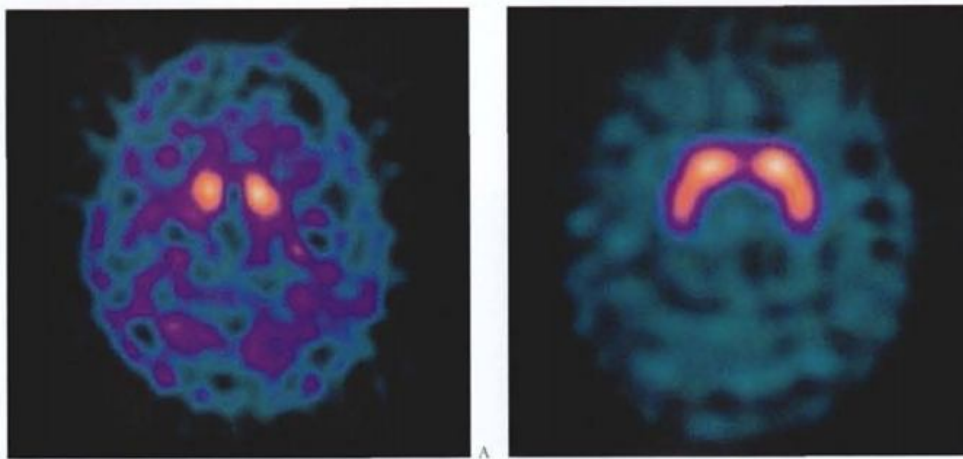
Tomographie par émission de positons montrant le flux sanguin cérébral[18]
